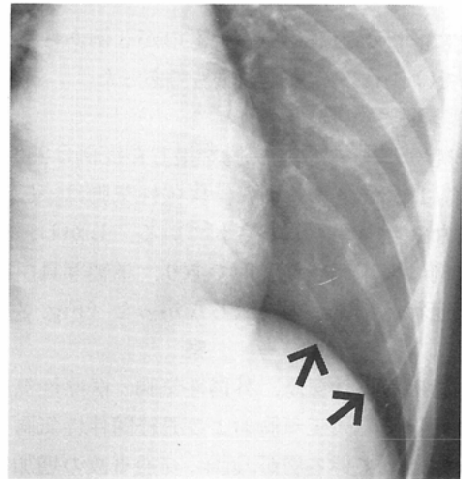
Supine plain film shows typical basilar hyperlucency (black arrows).
